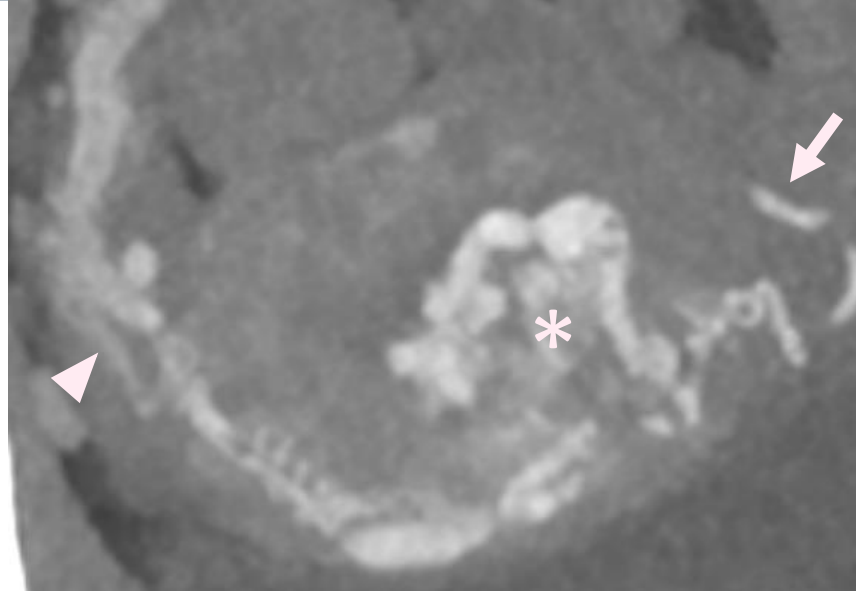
Mujer de 40 años en post-operatorio inmediato de legrado uterino tras aborto espontáneo. TC abdominal con contraste arterial y venoso. Solución de continuidad en la pared anterior uterina con colección líquida compatible con istmocele (asterisco). En el interior del istmocele se observa un foco de extravasación de contraste en fase arterial y venosa compatible con sangrado activo (flecha).
